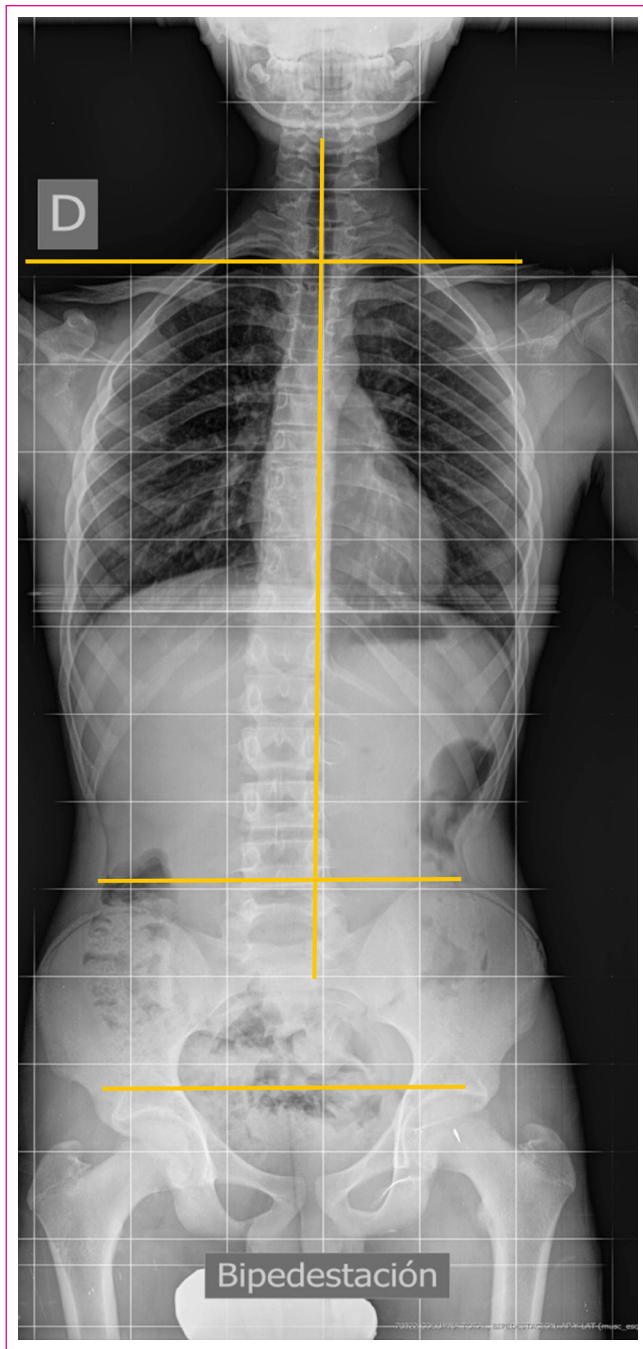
Escoliosis posicional. Dismetría de miembros inferiores: la columna vertebral se inclina hacia el lado más alto y además eleva el hombro del mismo lado. Es una situación mecánicamente ilógica, debida a posiciones que adoptan los pacientes en el momento de hacer la radiografía.
